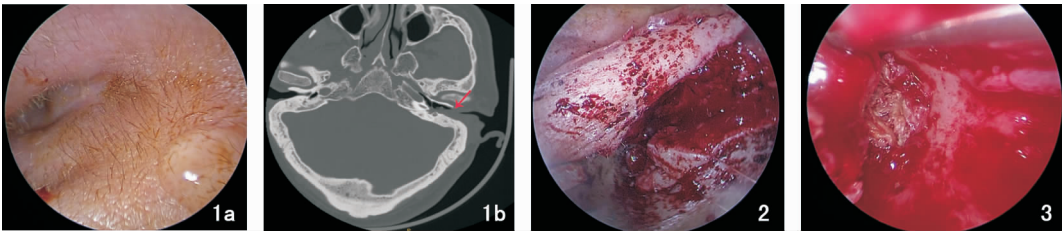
术前检查 1a:术前耳内镜下见外耳道狭窄,外耳道皮瓣增厚肿胀;1b:术前颞骨 CT 平扫示左侧外耳道软组织肿胀增厚,外耳道狭窄,箭头所指为外耳道软组织最狭窄处 图 2 术中将外耳道皮瓣向外翻,用缝线牵拉悬吊固定皮瓣 图 3 外翻皮瓣后耳内镜下操作空间扩大,上鼓室可见大量胆脂瘤
